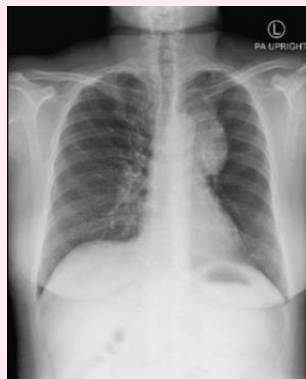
Appearance of Chest X-ray film
